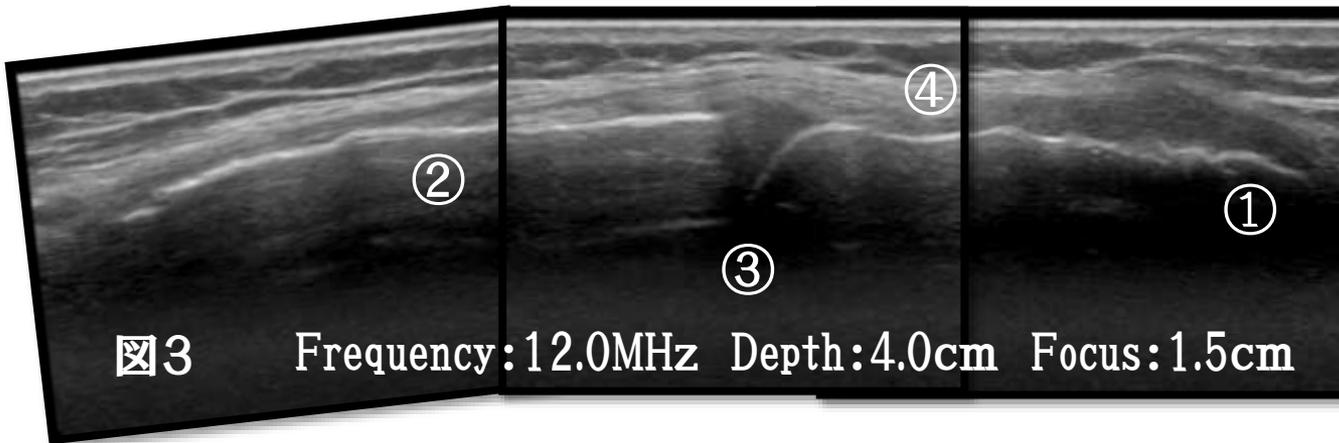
内側側副靭帯超音波・縦軸像(3画像の組み合わせ)
